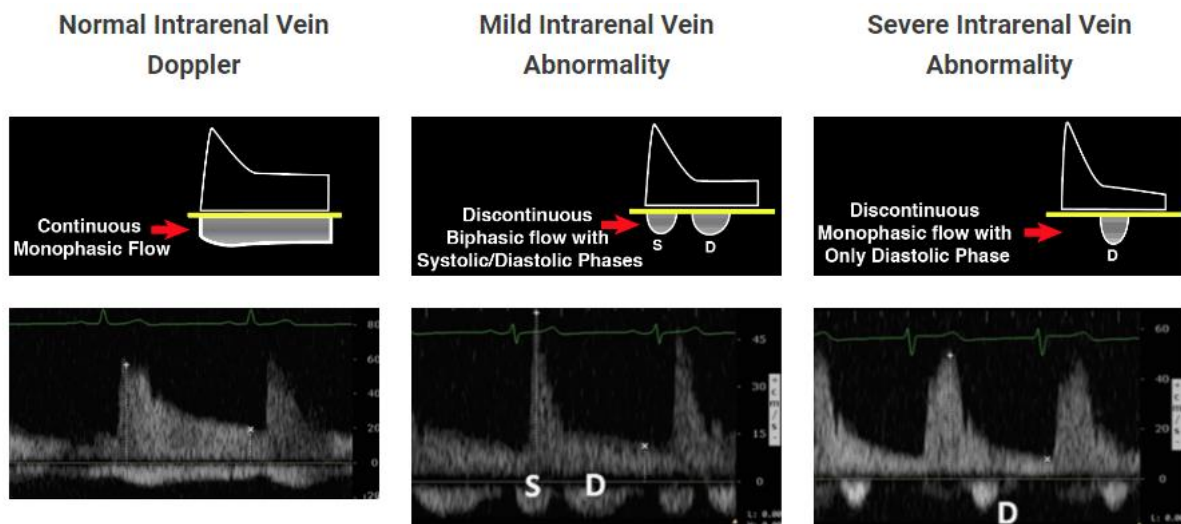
Profils pathologiques du doppler veineux en fonction du degré de congestion. Adapté de <https://www.pocus101.com/vexus-ultrasound-score-fluid-overload-and-venous-congestion-assessment/>.
